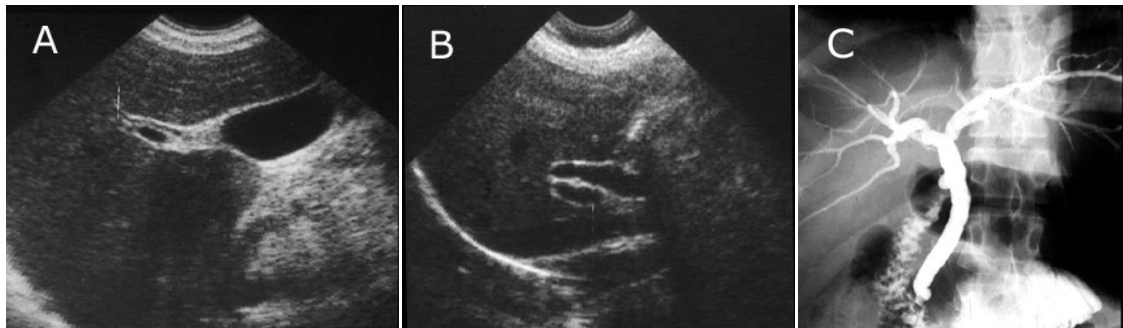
La ecografía muestra dilatación del CHC y colédoco proximal (9 mm.). El colédoco distal aparece oscurecido por una sombra acústica determinada por gas en el duodeno.
